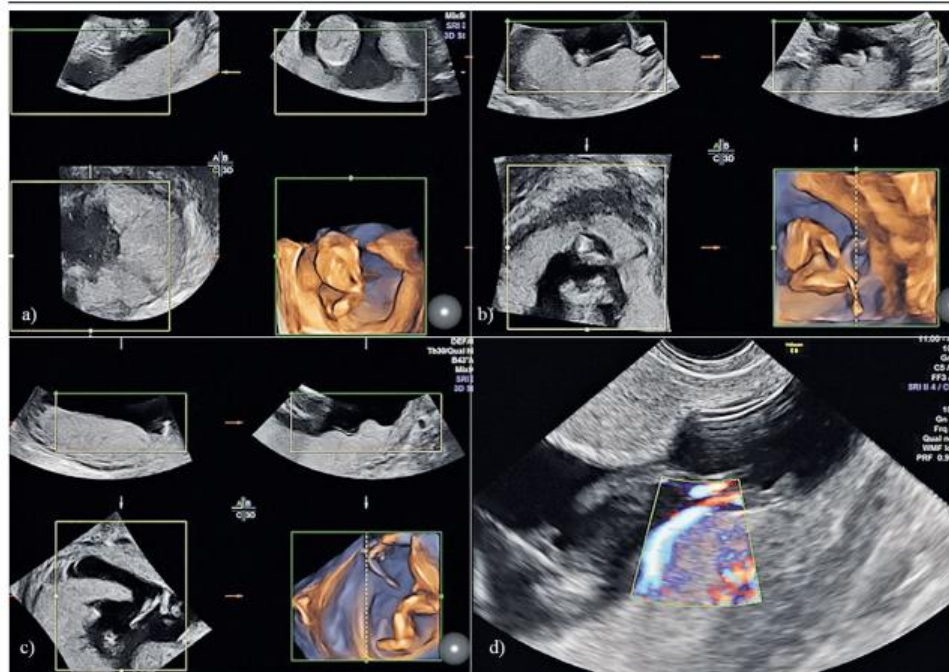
a) 3 D axial planes and rendering of an amniotic shelf at the placental edge, Notice the same echogenicity as the placenta; b) Same patient with a ROI placed in a different section depicting a partial protrusion of the placental ridge with no connection to the fetal parts or the opposite wall; c) 3D axial and rendering image depicting a protruding shelf of the placenta (possible a partial circumvallate placenta; d) Doppler color gate placed at the bottom of the shelf showing vascularization at this level.
